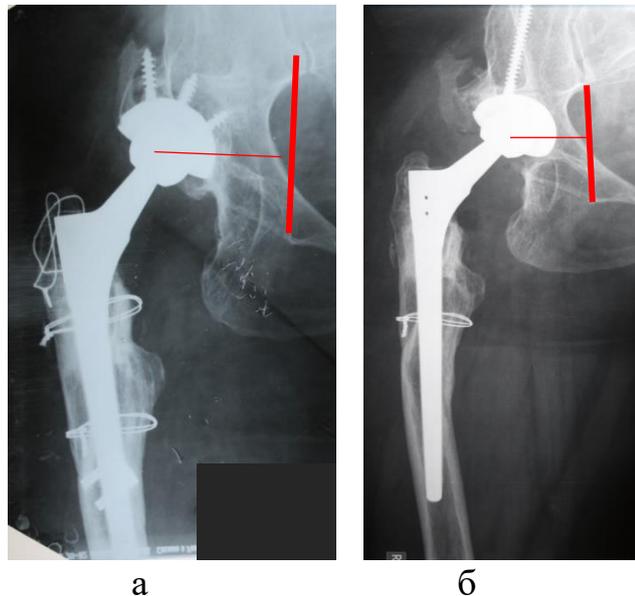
Рентгенограммы тазобедренного сустава: а – до повторной ревизионной: операции центр ротации смещен от линии Келлера на 5 см; б – после повторной ревизии: выполнена медиализация центра ротации на 1,8 см
